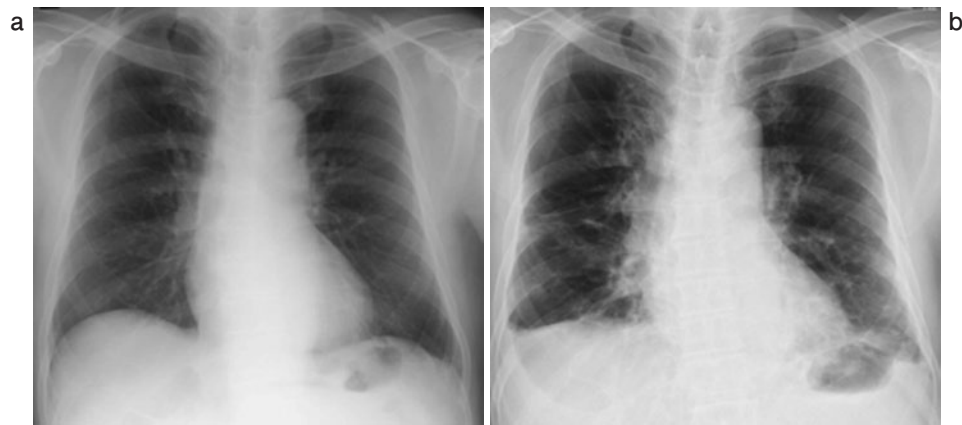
(a) Chest radiograph showing no abnormality 5 months before admission. This patient had no respiratory symptoms. (b) Chest radiograph on admission demonstrates reticular shadows and loss of volume in both lower-lung fields.
